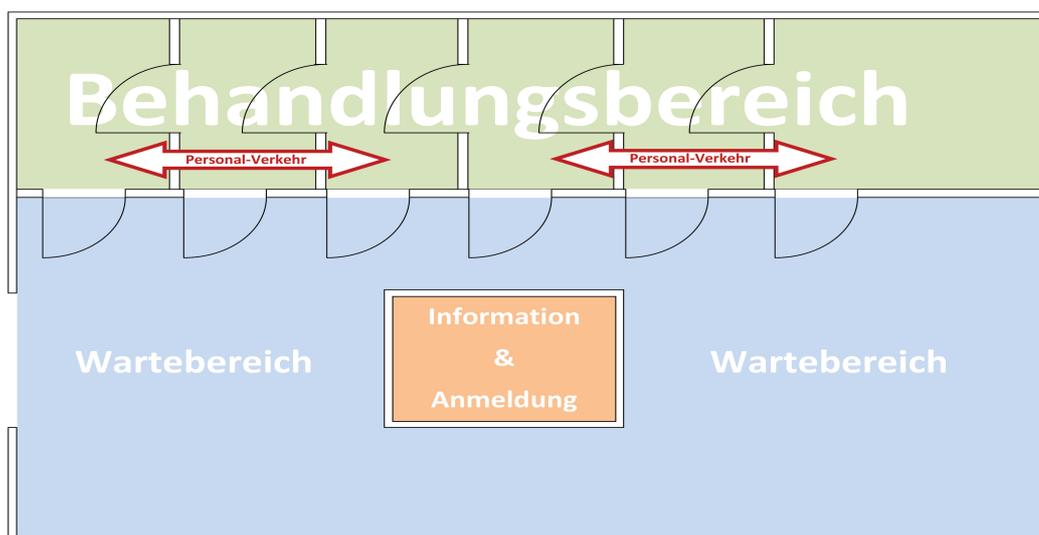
Allgemeine Disposition eines CTA
